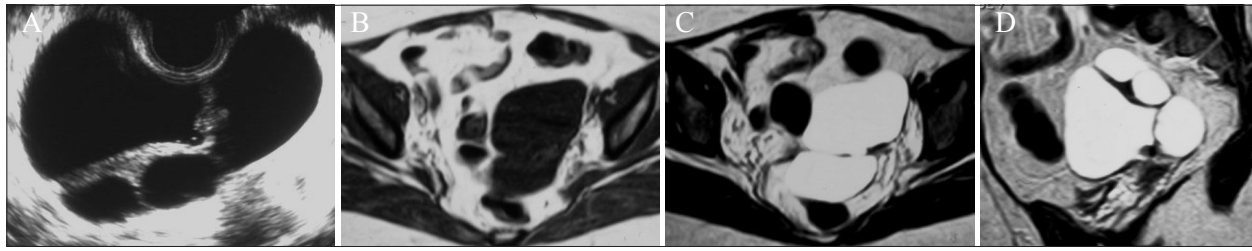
US endovaginal (A) e RM nas seqüências ponderadas em T1 axial da pélvis (B) e T2 axial (C) e sagital da pélvis (D), revela formação quística multiloculada anecial esquerda, sendo a configuração da parede do quisto delineada pela parede pélvica, órgãos pélvicos, e ansas intestinais. O ovário normal encontra-se no interior da lesão.
